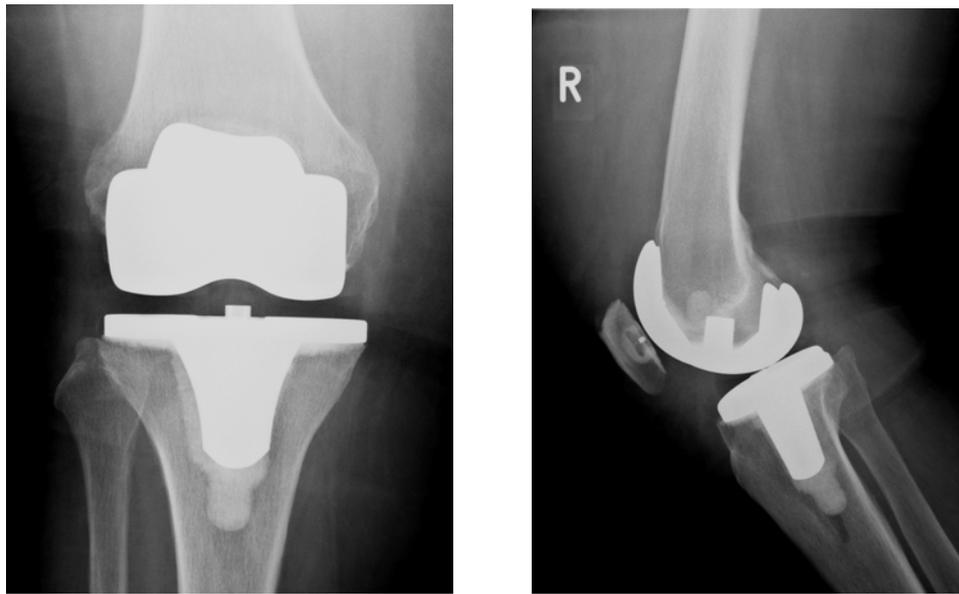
Postoperatives anteroposteriores und laterales Röntgenbild nach Implantation einer zementierten Foundation®-Knieendoprothese
